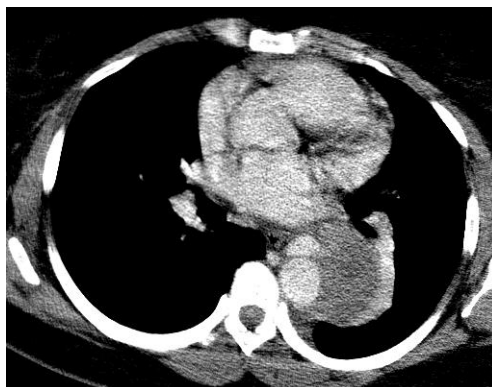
Angio TAC. Se observa hematoma disecante con imagen de doble luz y trombos murales a nivel de la aorta torácica descendente.
